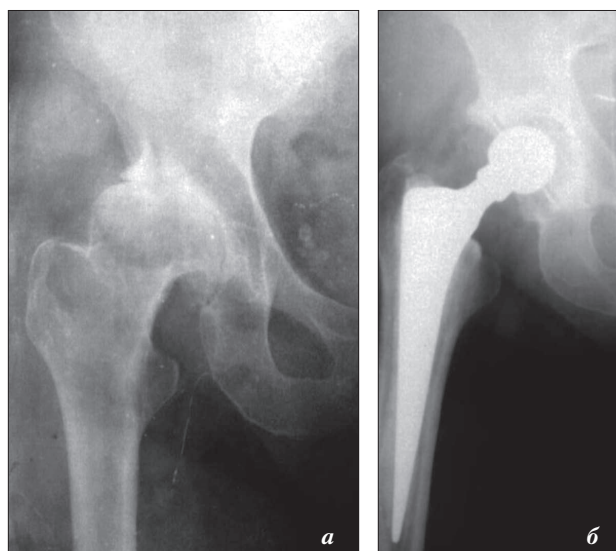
Рентгенограммы больной с коксартрозом 4-й степени до (а) и после (б) цементного эндопротезирования
